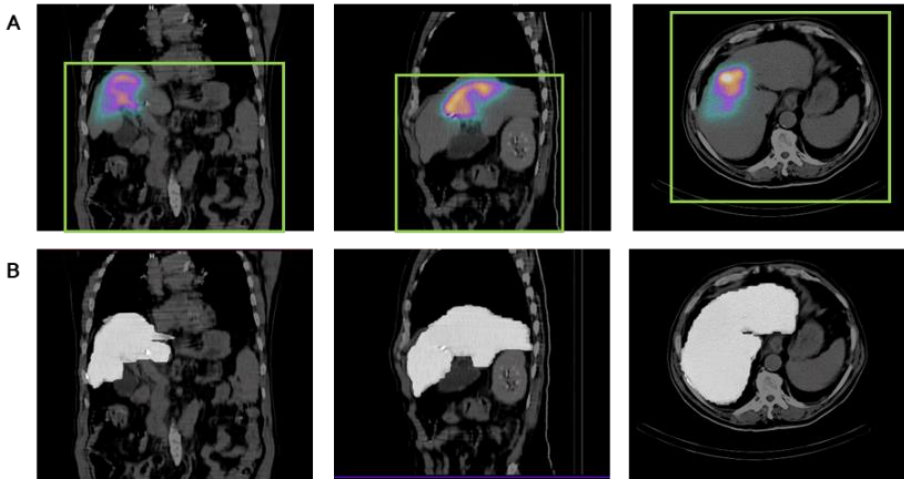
Imágenes SPECT-CT del paciente 7, a partir de las cuales se determinaron las cuentas registradas en el parénquima hepático empleando: A) VOI cúbico y B) VOI ajustado al contorno del hígado.
